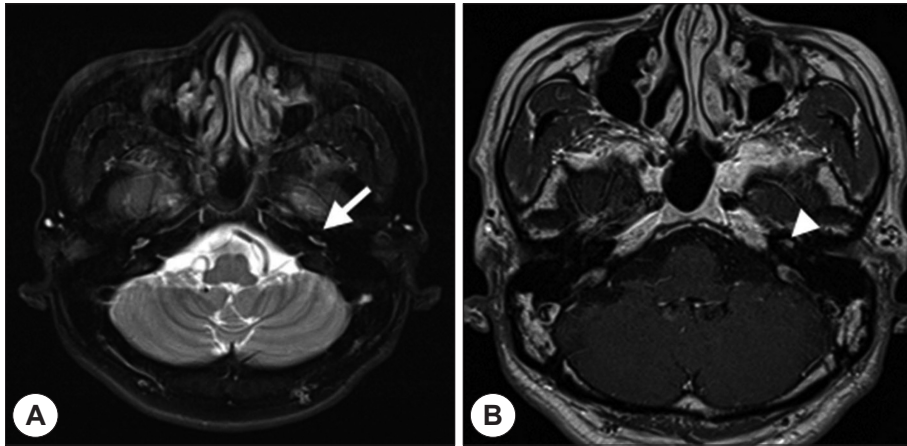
Magnetic resonance images taken 6 months after head trauma. A : Focal low signal mass (arrow) was seen within middle & apical turn of left cochlea on T2-weighted gadolinium-enhanced axial image. B : Focal high signal, well enhanced, well defined mass (arrow head) was seen within middle & apical turn of left cochlea on T1-weighted gadolinium-enhanced axial image.
